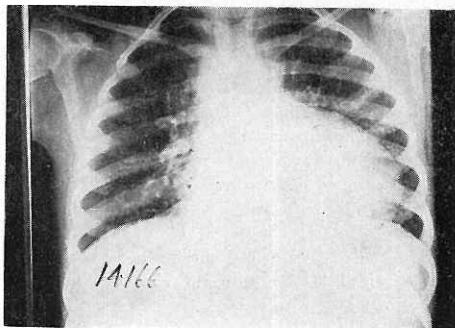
Radiografía de un caso de transposición de los grandes vasos con estenosis pulmonar. Obsérvese la excavación del arco medio y la escasez de circulación pulmonar.
